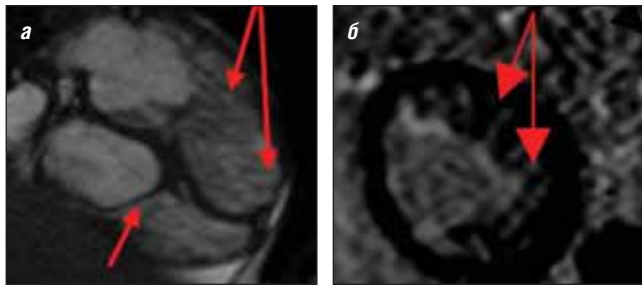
МРТ сердца: а – четырехкамерная проекция; выраженная трабекулярность верхушечного сегмента ЛЖ; расширение верхушки ЛЖ; апикальное смещение септальной створки ТК в полость ПЖ; б – проекция по короткой оси на уровне верхушечных сегментов
